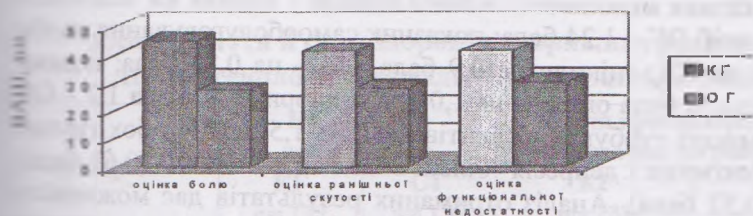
Індекс WOMAC хворих КГ і ОГ II рентгенологічної стадії гонартрозу після курсу лікування і реабілітації
